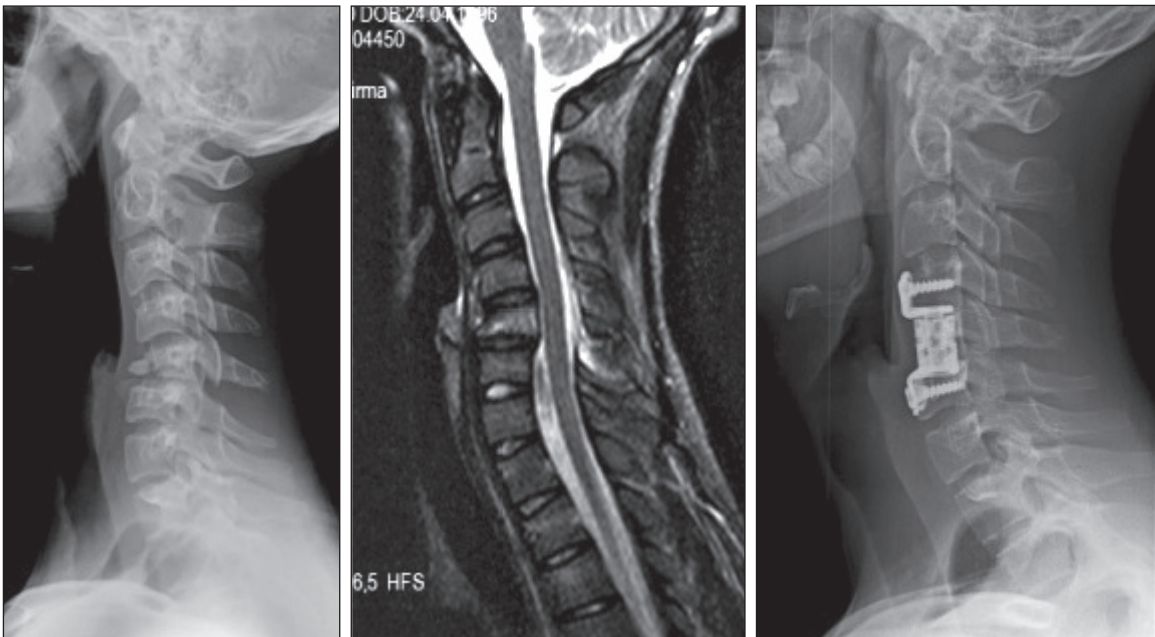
C5-6 dislokasyon fraktür, preop servikal BT' de C5 posterior elemanlarda kırıklar, bilateral faset kilitlemesi görülmekte.
